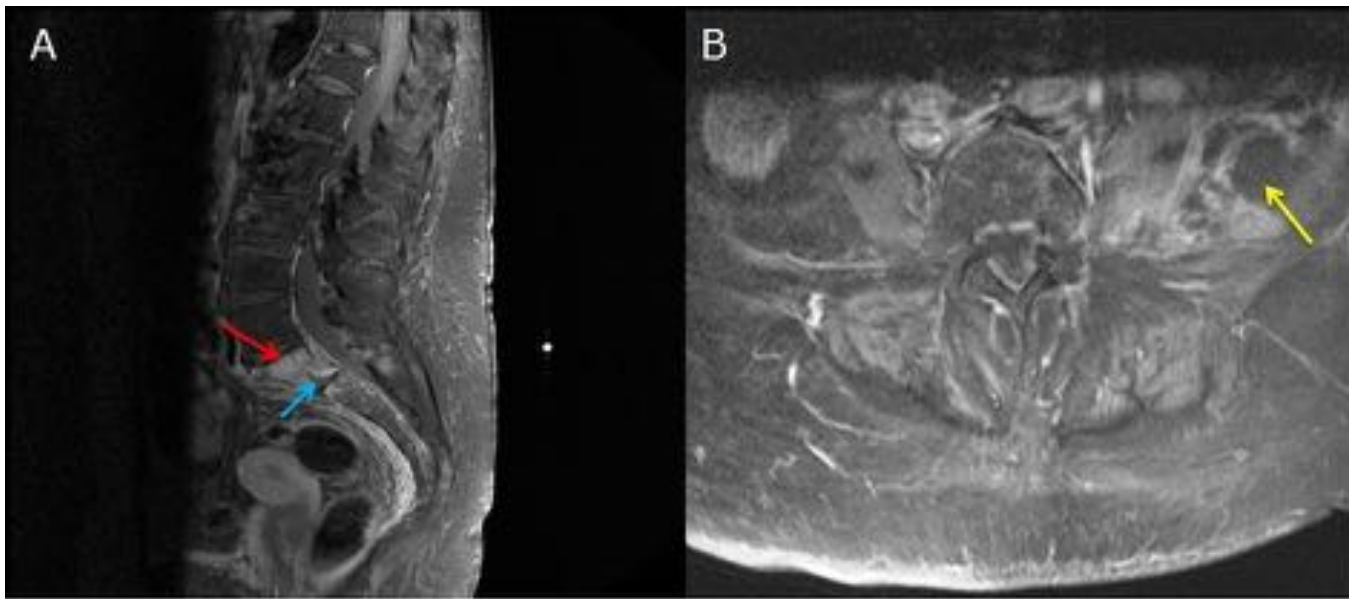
RM secuencias T1 y T1+Gd. Alteración en la intensidad de señal del disco intervertebral L5-S1 con erosión de corticales adyacentes y captación de contraste, sugestivo de espondilodiscitis [Flecha azul en A].Alteración de señal de los cuerpos vertebrales en el contexto de osteomielitis [Flecha roja en A].Con contraste existe hipercaptación a estos niveles con colecciones a nivel de la articulación sacroilíaca izquierda y músculo psoas izquierdo.[Flecha amarilla en B].
